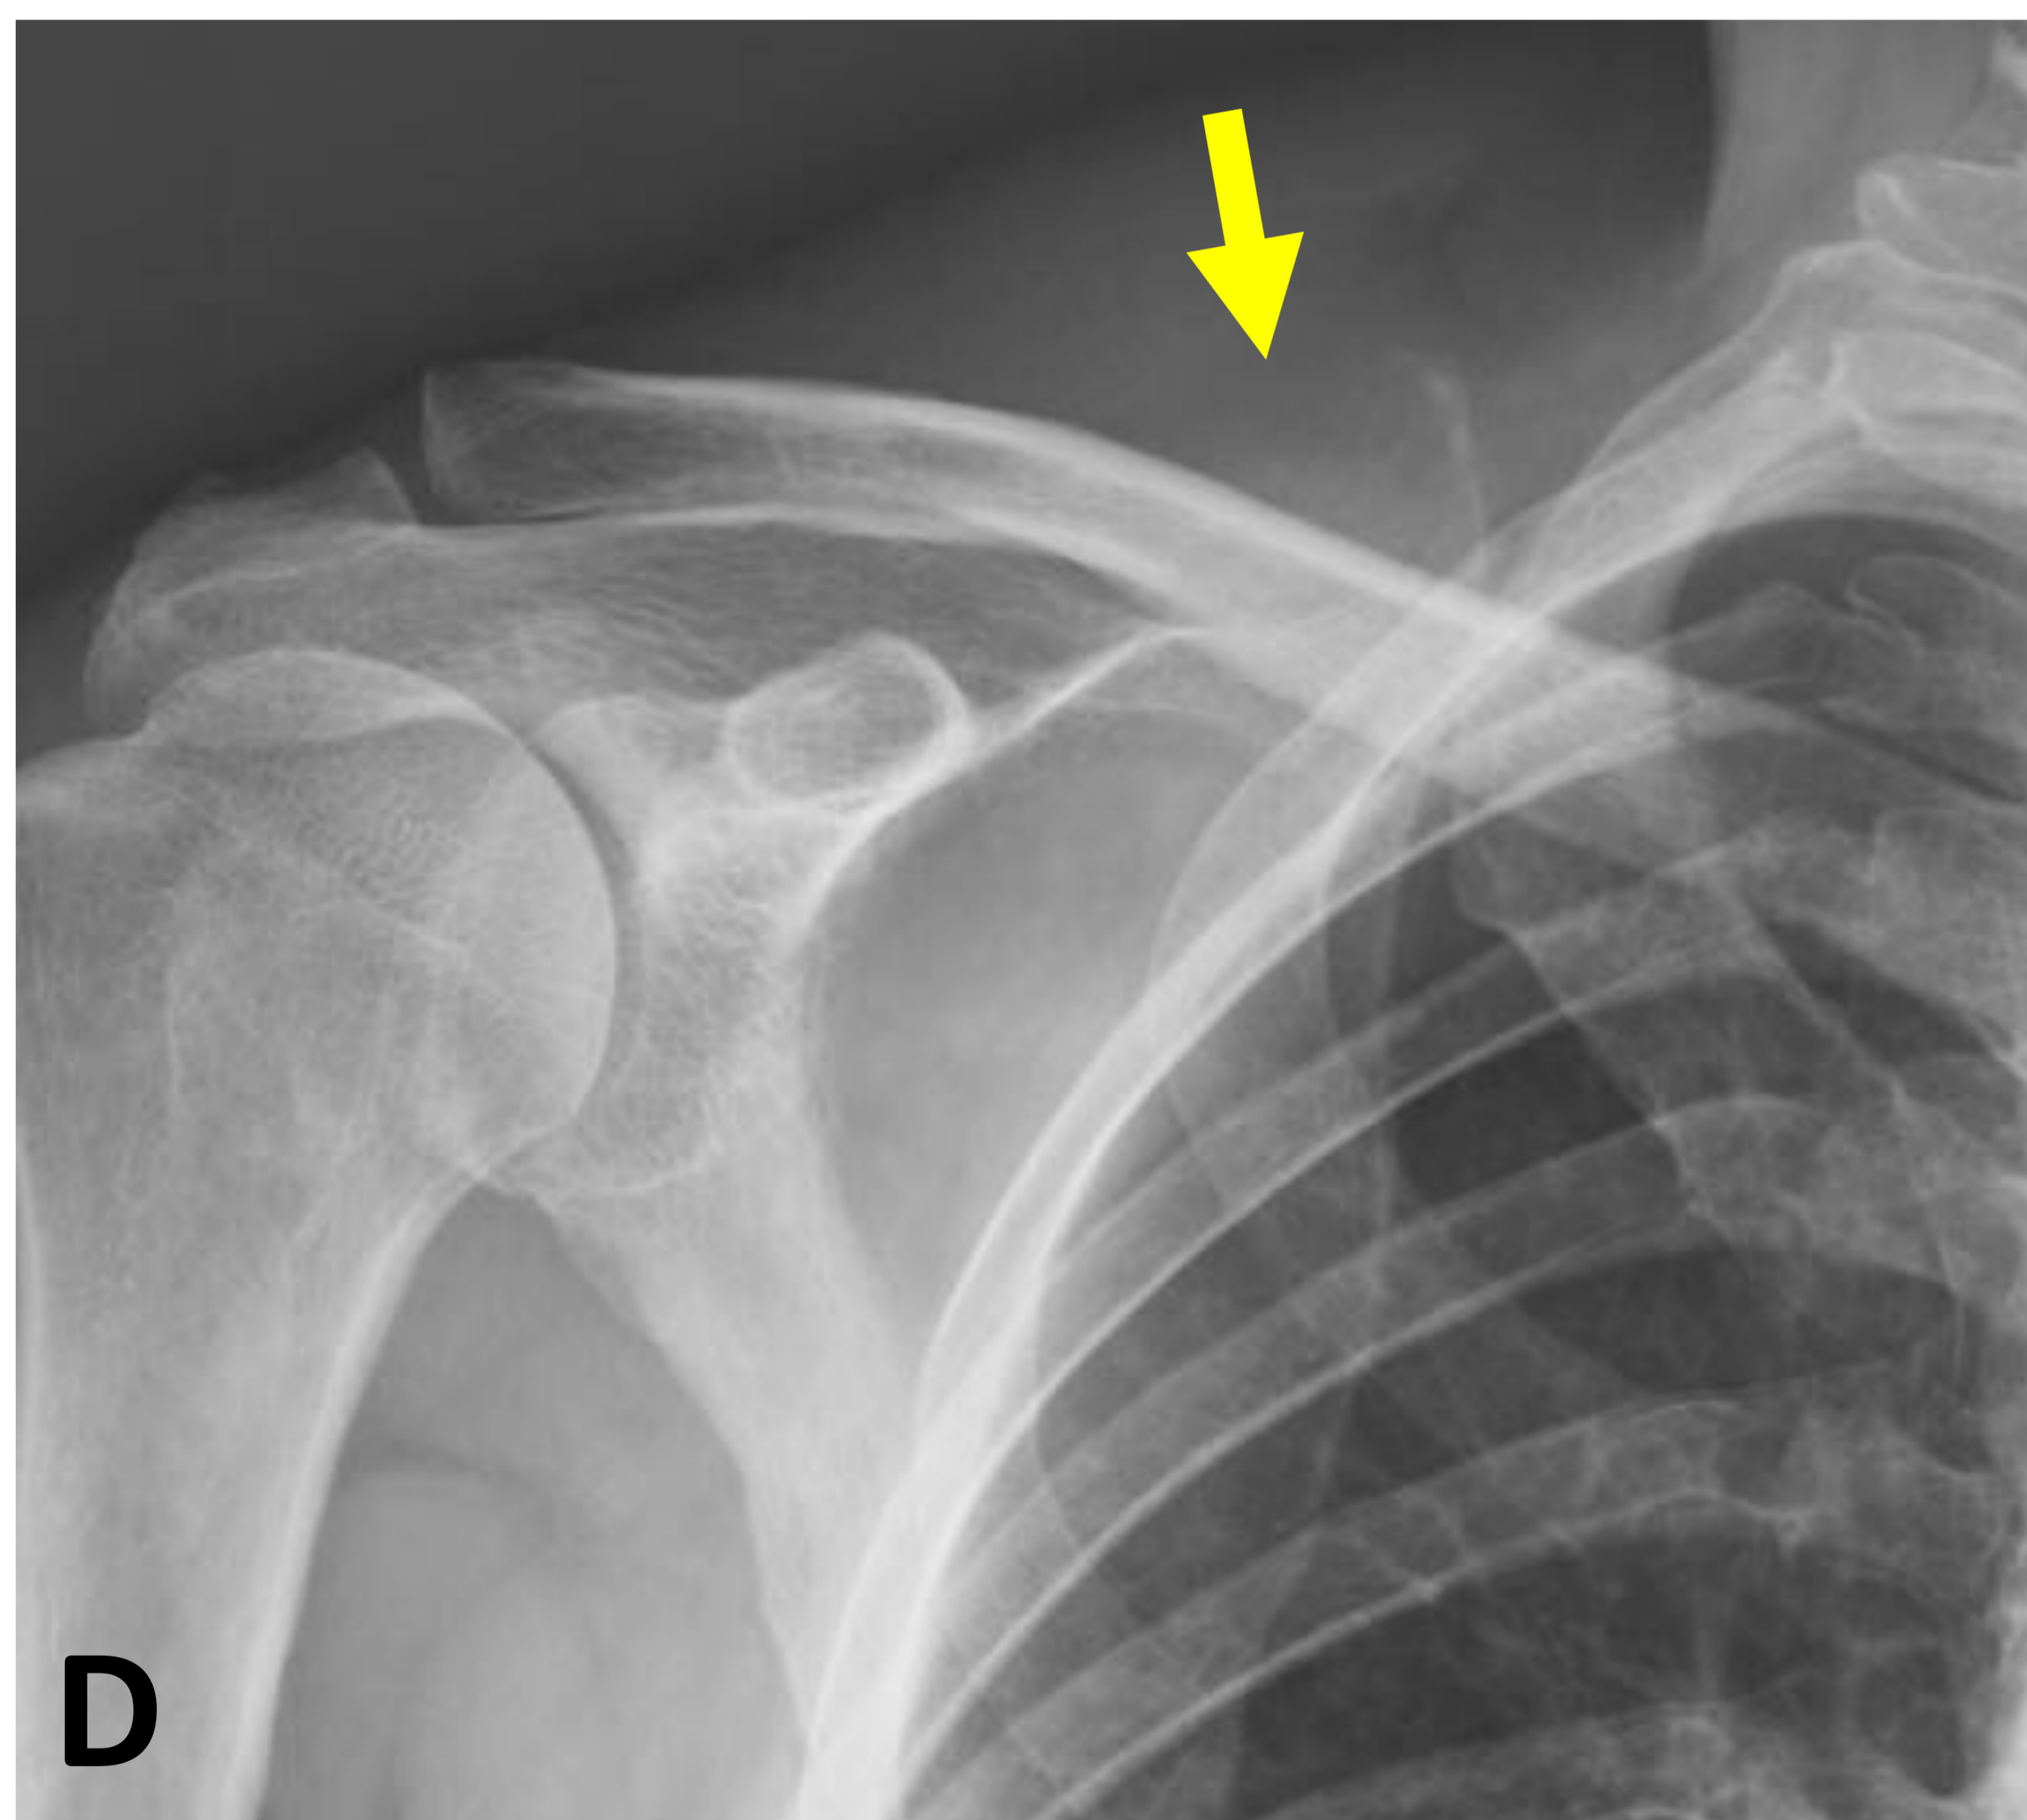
Adenocarcinoma de pulmón estadio IV. Varón de 60 años fumador, dolor en región escapular derecha de dos meses. A), B) y C) Rx de tórax posteroanterior, lateral y PA magnificada. Masa pulmonar de aprox 4 cm en LSI-língula. Evitando detener la búsqueda ante este hallazgo patológico, se evidencia asimetría entre borde superior de ambas escapulas [flechas en C]. D) Rx AP de escapula derecha magnificada, pérdida definición borde superior de la escapula, se sospechó lesión lítica [flecha amarilla]. E) TC torácica VR vista posterior, confirmó masa pulmonar en LSI-língula y lesión lítica con masa de partes blandas en escapula derecha [flecha amarilla].
